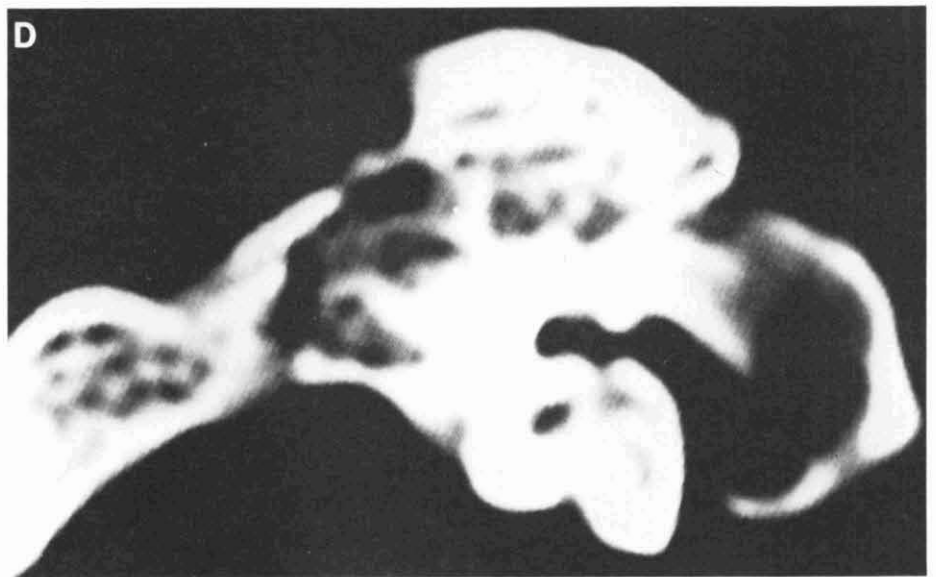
Tomografía computarizada que permite ver algunos aspectos de las cavitaciones. (Cliché Dr. M. Rovira).
